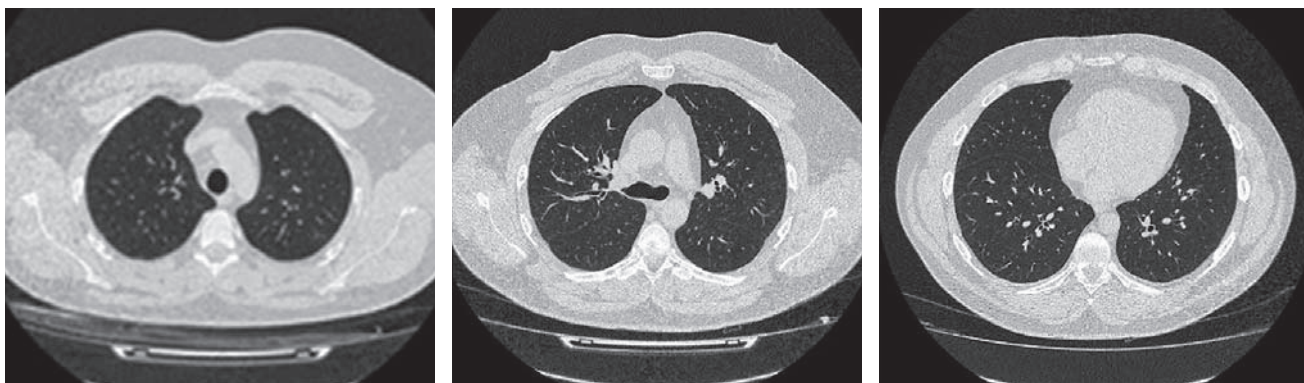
Компьютерная томограмма органов грудной клетки от января 2025 г. на фоне отмены дупилумаба
